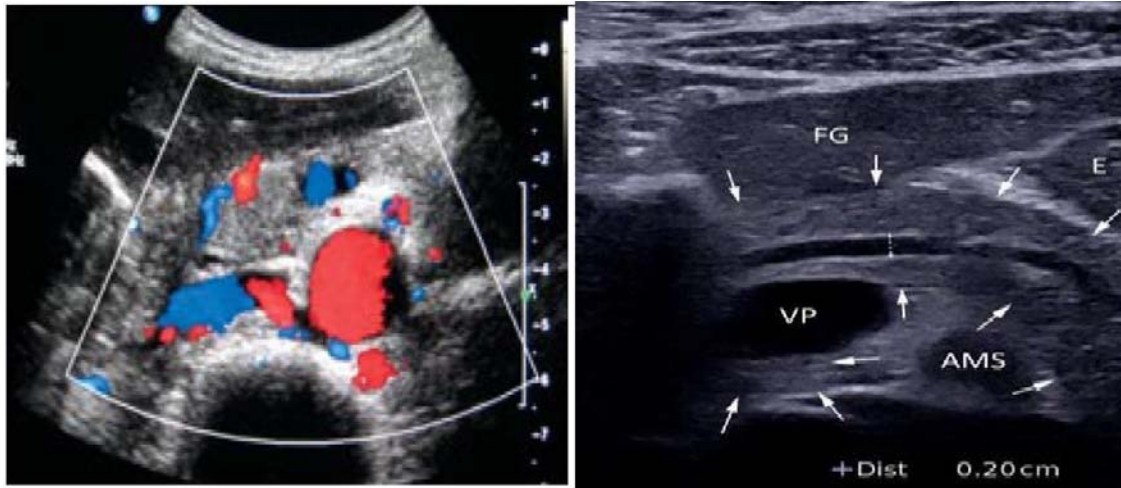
Doppler couleur des vaisseaux peripancreatique et disposition des vaisseaux [28,29].
